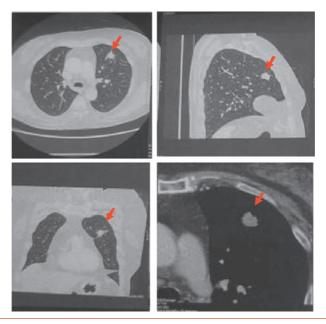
Recherche de métastases pulmonaires. Après les radiographies pulmonaires (face et profil), le scanner thoracique avec fenêtre parenchymateuse met en évidence une métastase pulmonaire lobaire supérieure gauche (flèche). Une fibroscopie trachéobronchique complète ce bilan.
